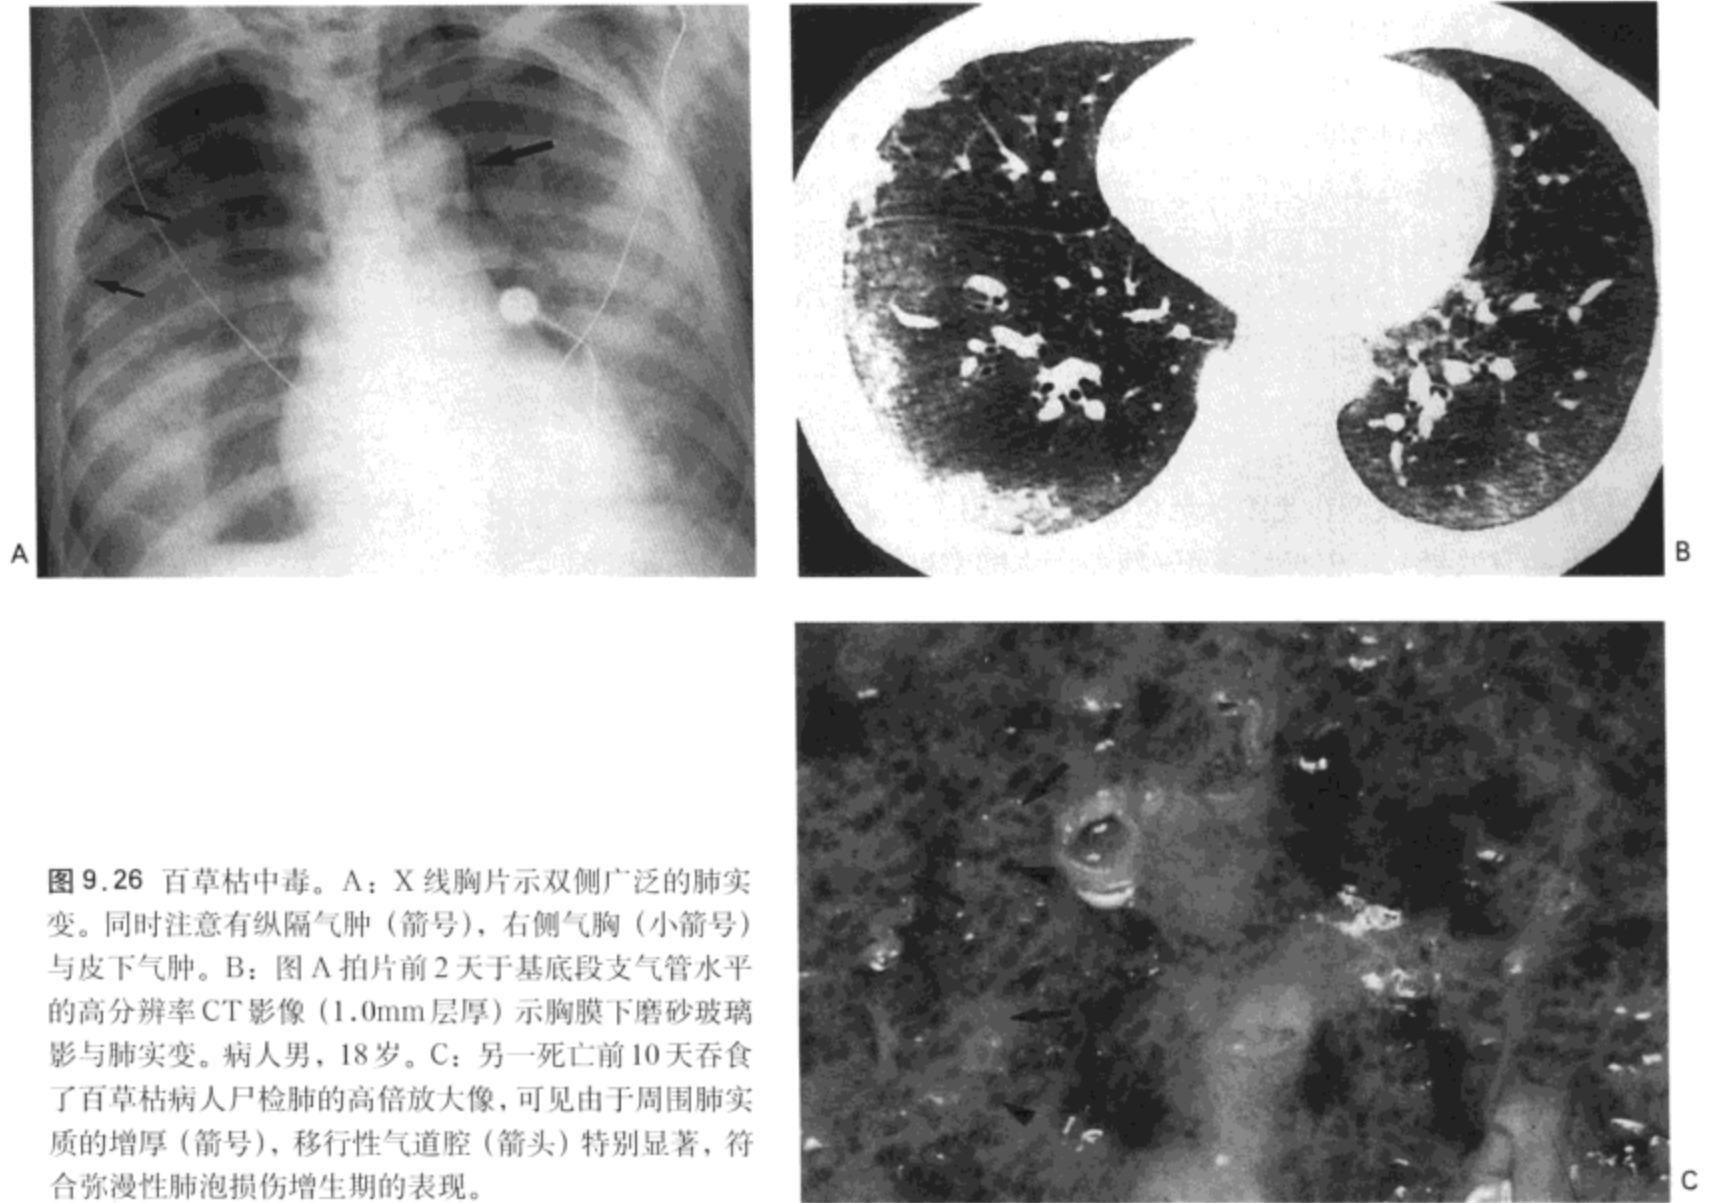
百草枯中毒。A: X线胸片示双侧广泛的肺实变。同时注意有纵隔气肿(箭号),右侧气胸(小箭号)与皮下气肿。B: 图A拍片前2天于基底段支气管水平的高分辨率CT影像(1.0mm层厚)示胸膜下磨砂玻璃影与肺实变。病人男,18岁。C: 另一死亡前10天吞食了百草枯病人尸检肺的高倍放大像,可见由于周围肺实质的增厚(箭号),移行性气道腔(箭头)特别显著,符合弥漫性肺泡损伤增生期的表现。
